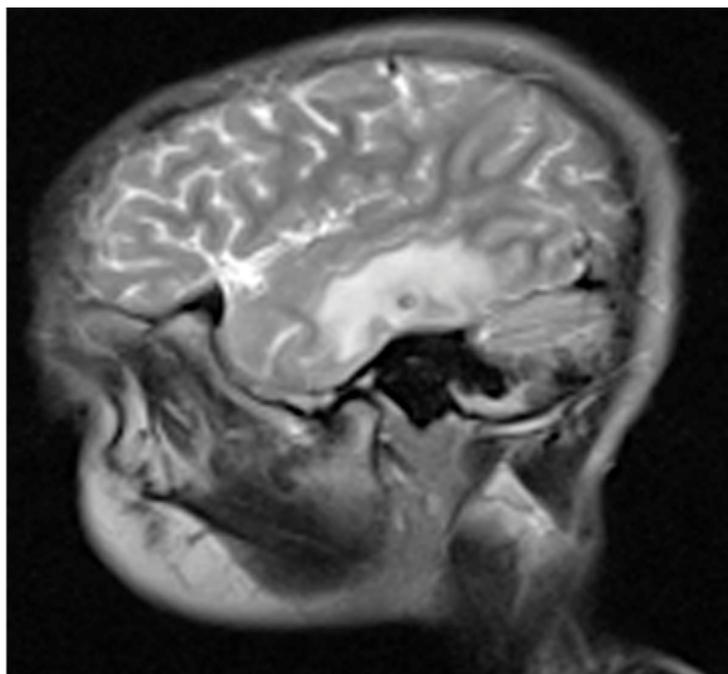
Resonancia magnética por imagen de 0,33 T secuencia T2 corte sagital, donde se observa imagen anular hipointensa de centro hiperintenso (aspecto en diana), con abundante edema perilesional localizada en lóbulo temporal izquierdo.
